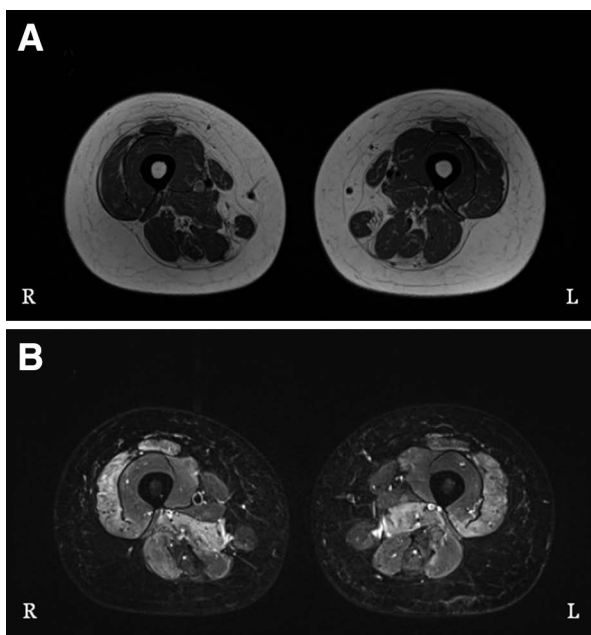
Thigh MRI of case 1.
